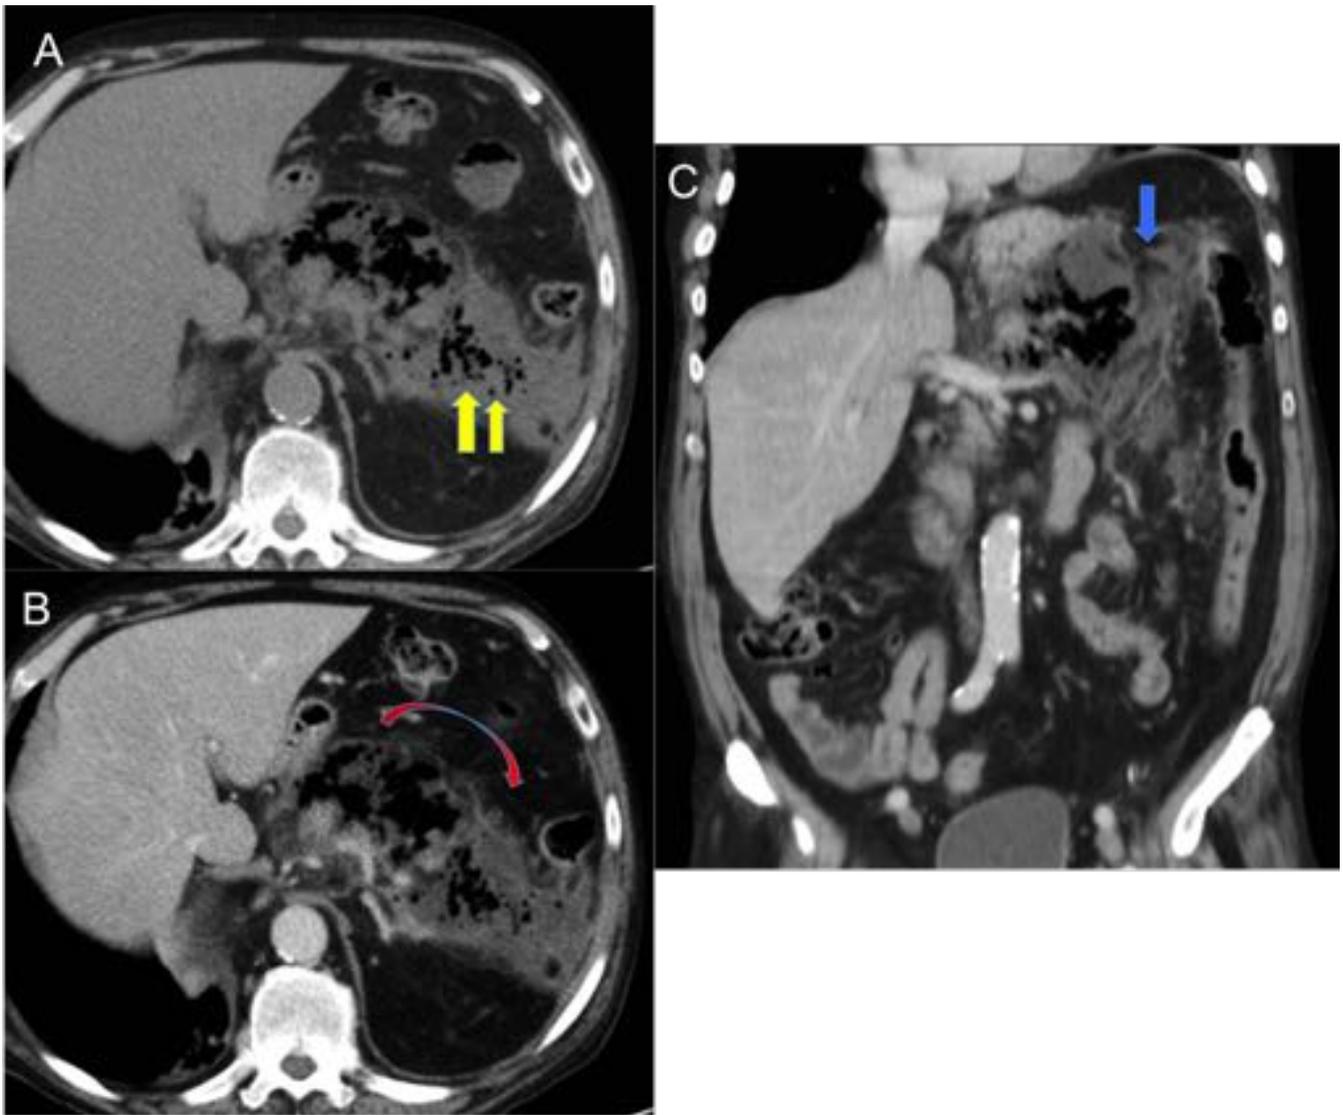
Control TC tras 5 semanas de Pancreatitis aguda necrótica. Imagen A Corte axial muestra colección pancreática con burbujas aéreas en el interior (flechas amarillas). Imagen B Corte axial de TC abdominal con CIV con colección que afecta cuerpo pancreática donde no se visualiza parénquima normal. Imagen C Corte coronal que muestra gran alteración de la arquitectura pancreático ocupada por colección necrótica con burbujas en su interior, alteración de la grasa y líquido adyacente.
